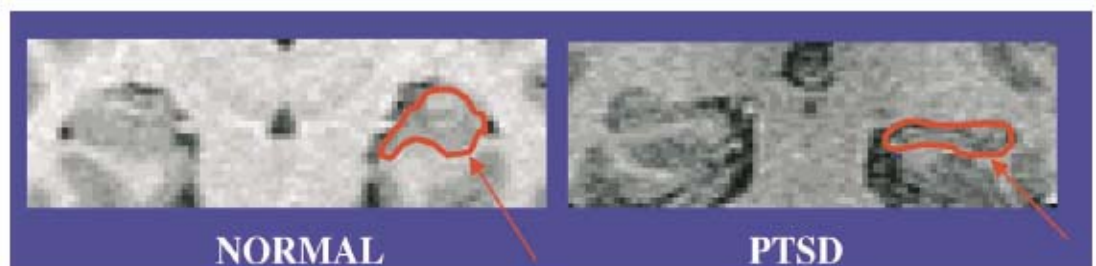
Magnetic resonance imaging scan of a patient with PTSD and a normal control showing a visible reduction in volume of the hippocampus (arrow) in PTSD. Overall there was a 12% reduction of the left hippocampal volume in abuse-related PTSD relative to controls.
